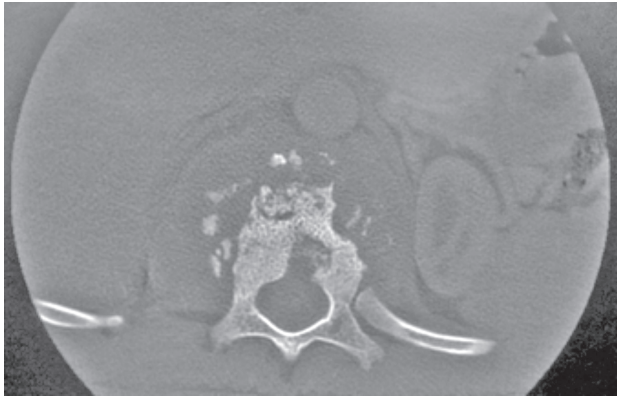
TAC lumbosacro en el que se observa lesiones líticas en porción anterior del cuerpo vertebral de T11.
